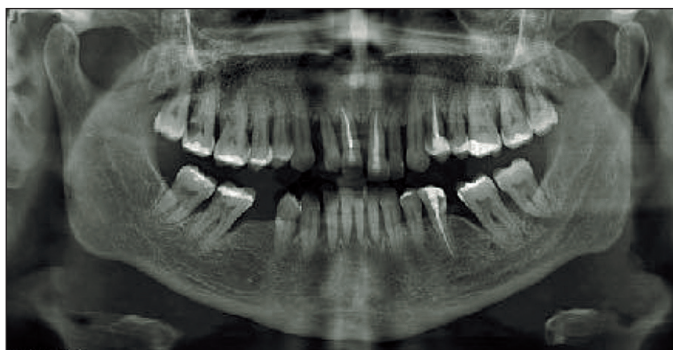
Estudio de la ortopantomografía en la que se aprecia el soporte óseo existente, así como una imagen del estado general de los dientes.
